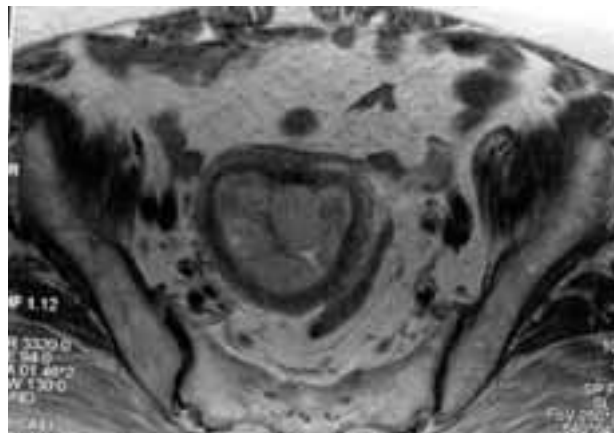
RMN pelvica. Proiezione assiale pesata in T2: neoformazione pseudopolipoide dell'endometrio, occupante la quasi totalità della cavità uterina, con infiltrazione del miometrio.
